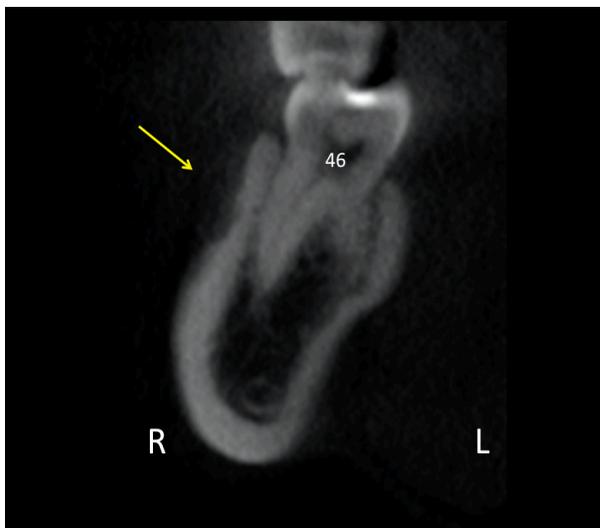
Tomografia computadorizada em reconstrução trans-axial da região do dente 46. Notar área de exérese da lesão e presença de cortical vestibular em fase de reparo ósseo.
